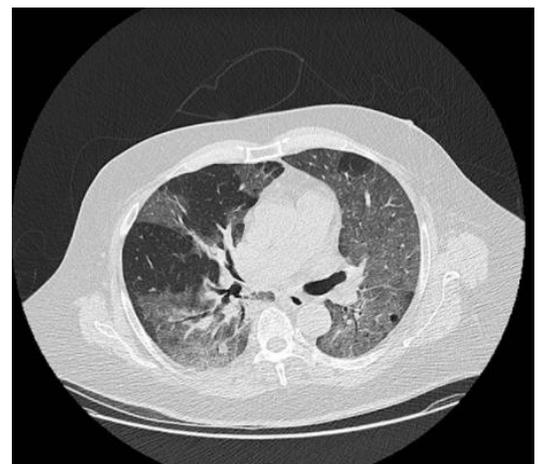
Tomografia computadorizada de tórax evidenciando lesões em padrão de vidro fosco com espessamento septal, compatível com COVID – 19.
